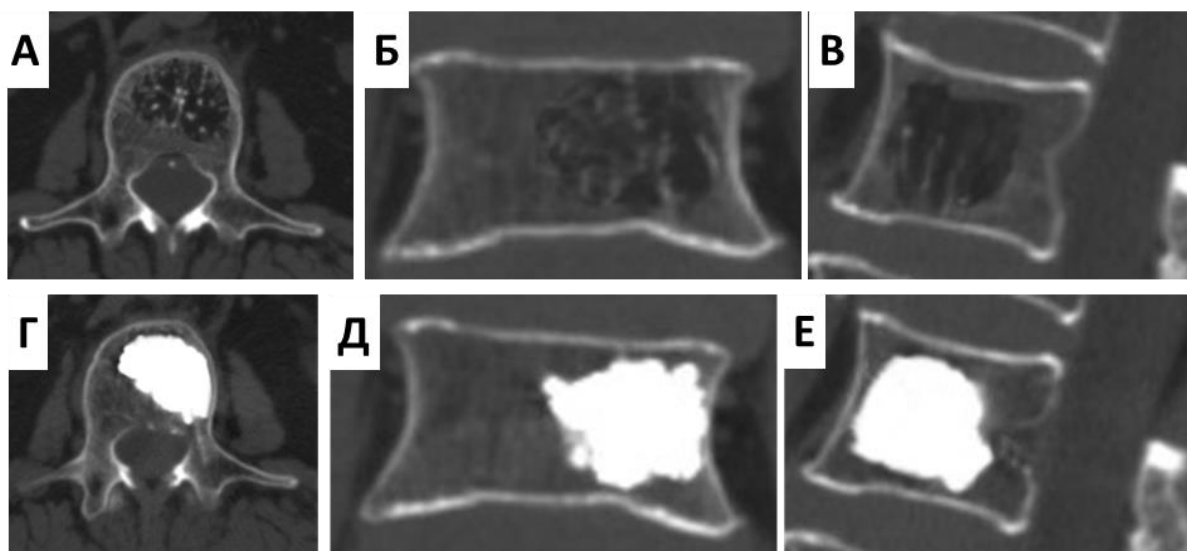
А, Б, В – КТ-сканы L2 позвонка больной И. до операции.
